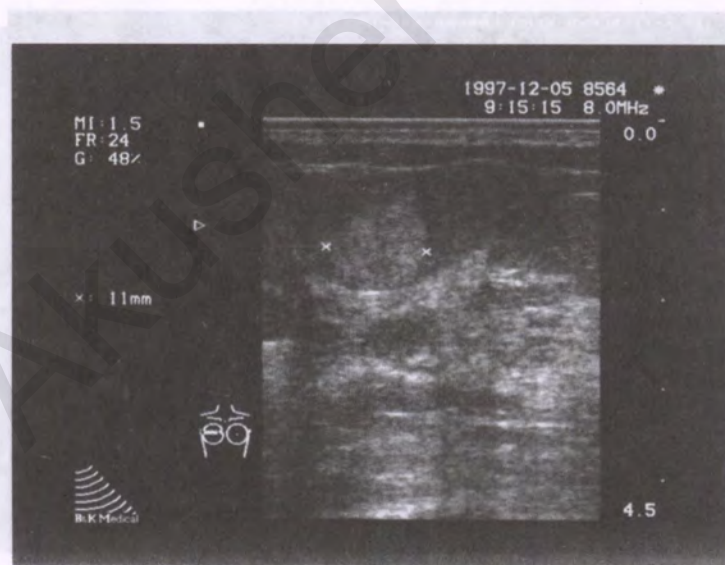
Ультразвуковая томограмма липомы
